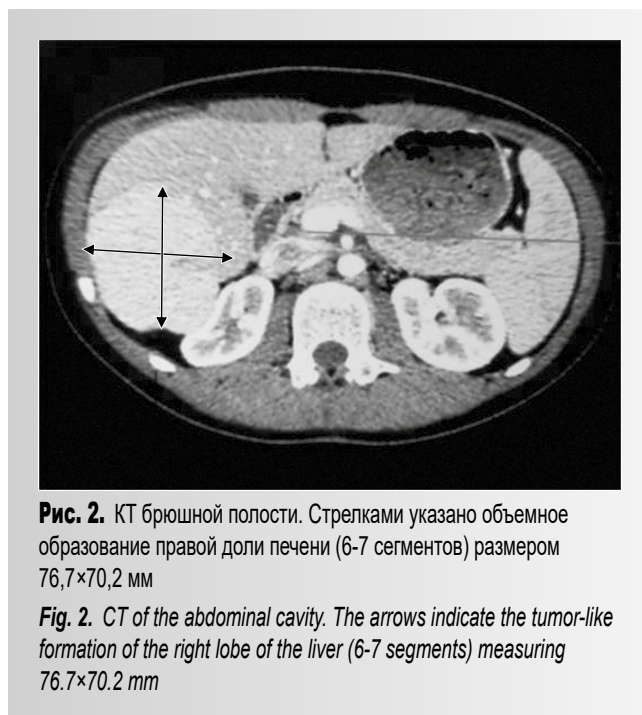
КТ брюшной полости. Стрелками указано объемное образование правой доли печени (6-7 сегментов) размером 76,7×70,2 мм
